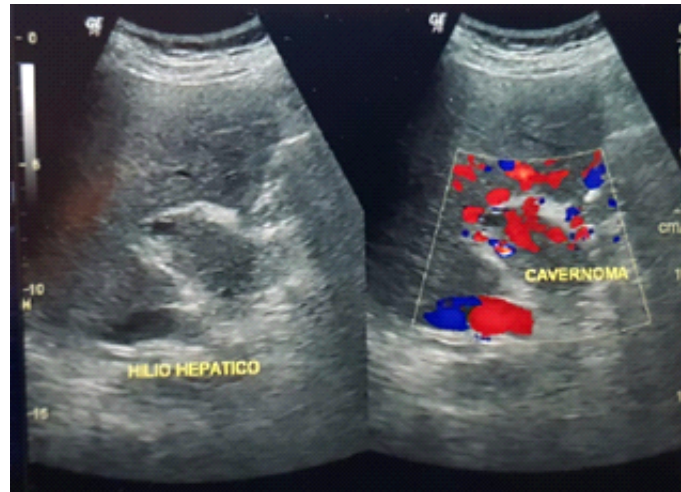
Ecografía Doppler donde se evidencia la presencia de cavernomatosis a nivel de la vena porta.
